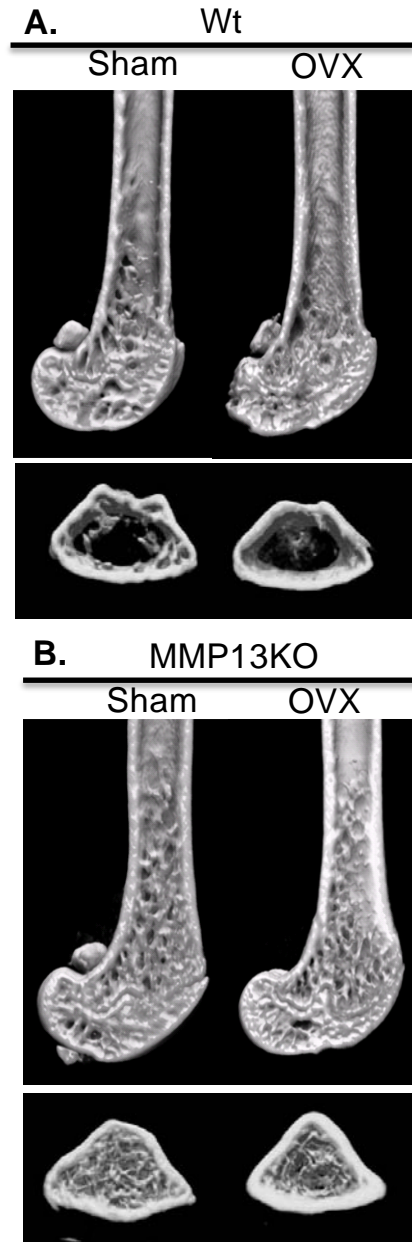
マイクロ CT による骨形態解析: Wt マウス由来大腿骨 (A)、MMP13KO マウス由来大腿骨 (B) 上段 縦断画像、下段 横断画像
